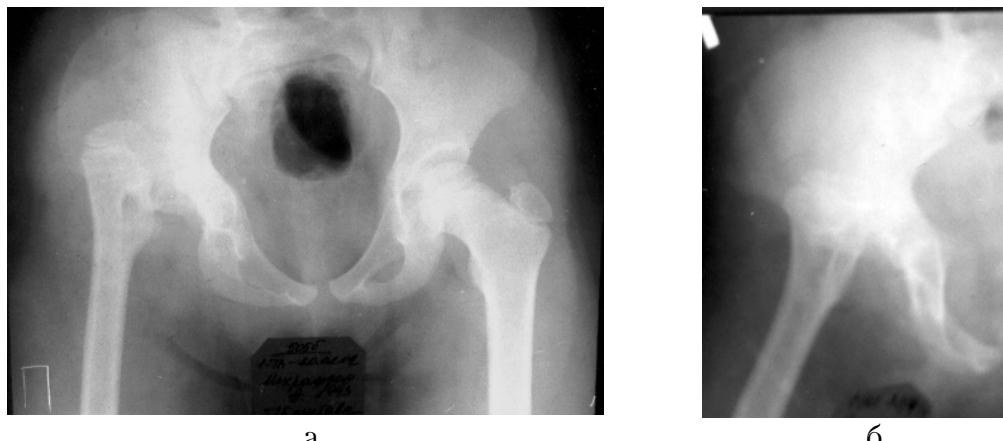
Рентгенограммы больной М., 8 лет, до операции: а – в прямой проекции; б – в аксиальной. Высокий вывих правого бедра с лизисом головки и шейки.
